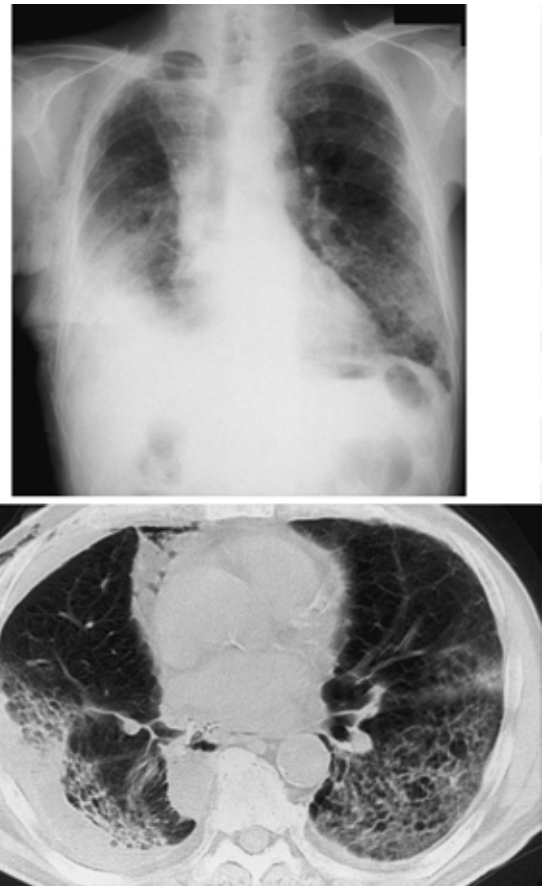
Postoperative chest X-ray and computed tomography (day 9) show a diffuse interstitial shadow (Case 9)
